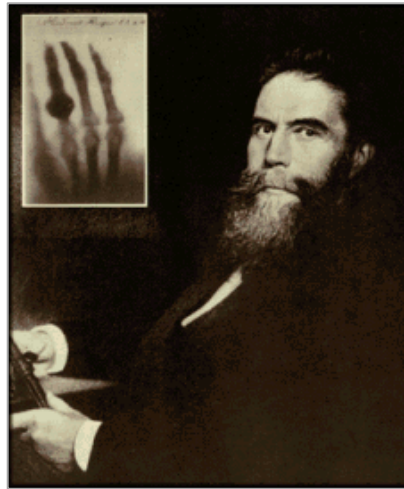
Guillermo Conrado Roentgen. Radiografía de la mano de su esposa mostrando su anillo de boda.
